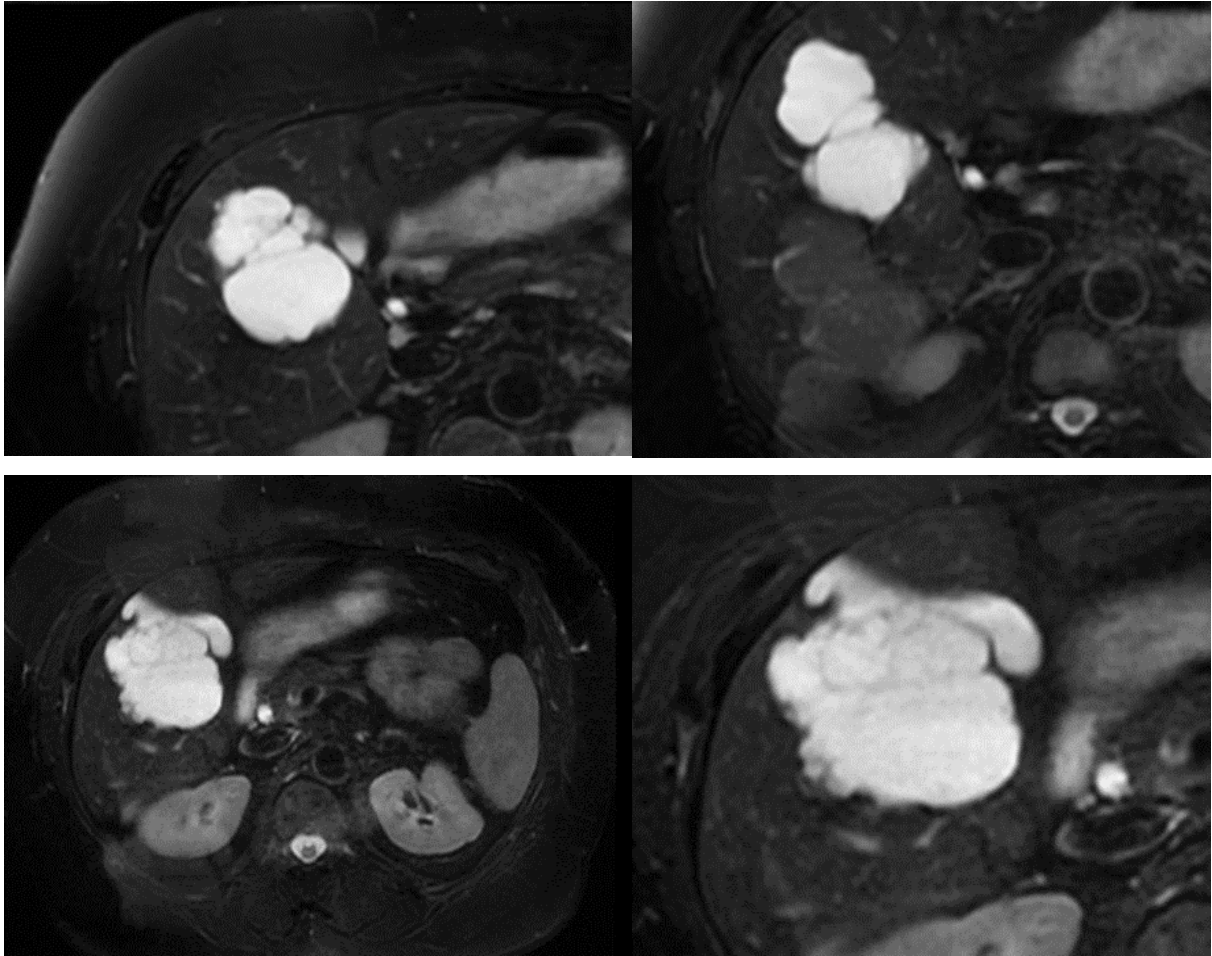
Images d'IRM hépatique d'un cystadénome hépato-biliaire montrant son contenu hétérogène [26].
